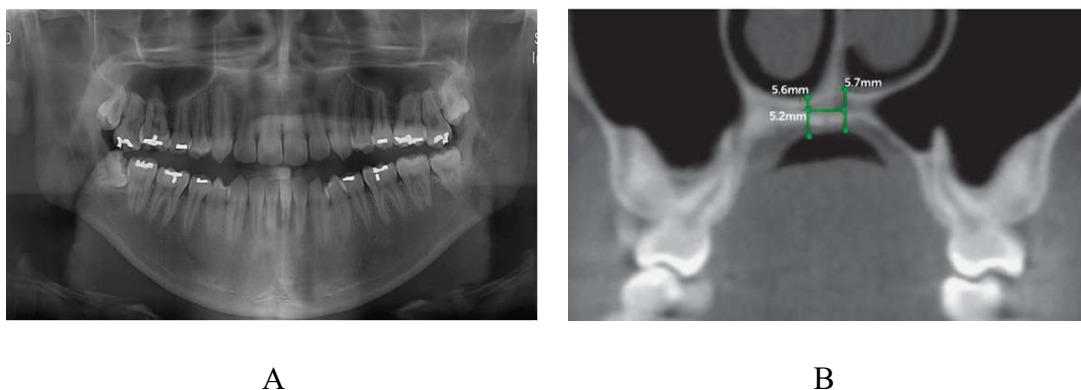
A) Exemplo de ortopantomografia. Imagem retirada de (Lee et al., 2010) e B) Exemplo de CBCT. Imagem retirada de (Nojima et al., 2018).
